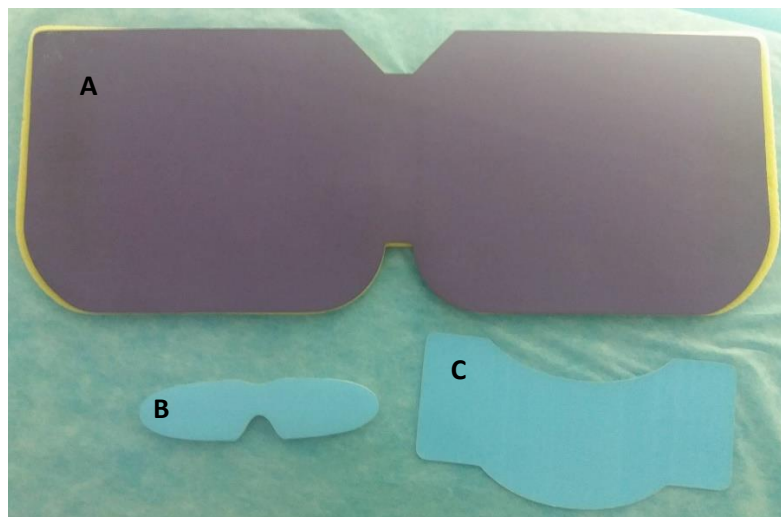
Proteções de bismuto utilizadas em TC.
